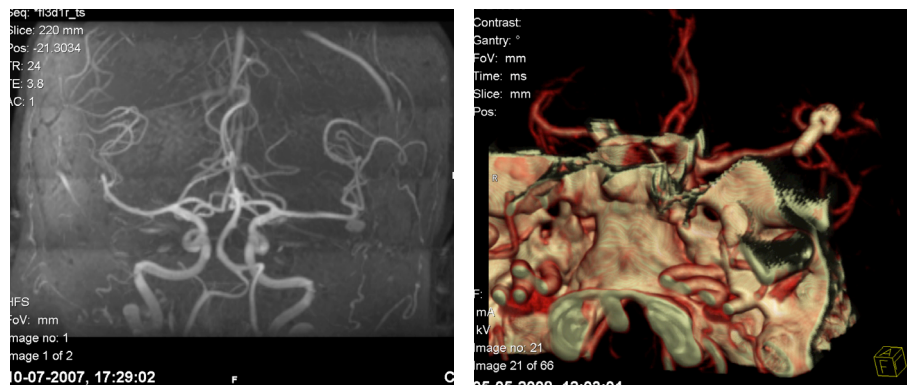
a) Aneurisma da ACM esquerda; b) angio TC após tratamento cirúrgico.
